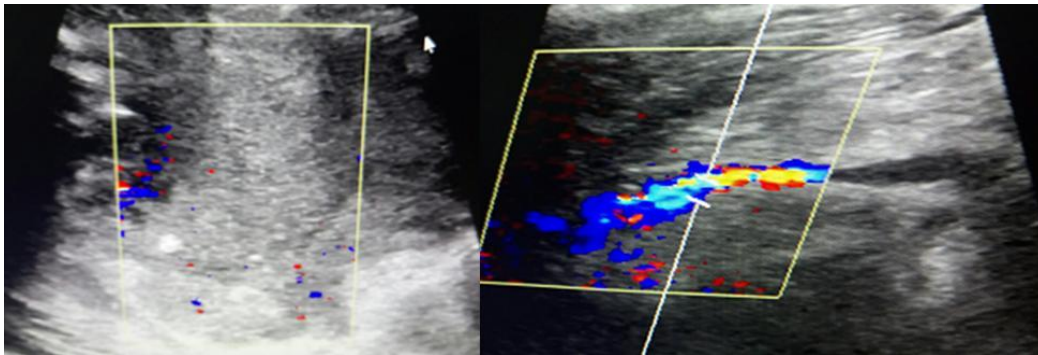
Ecografía de partes blandas y ultrasonido Doppler venoso del miembro inferior derecho: Obsérvense la masa heterogénea, mal definida, que comprime el sistema venoso profundo.
